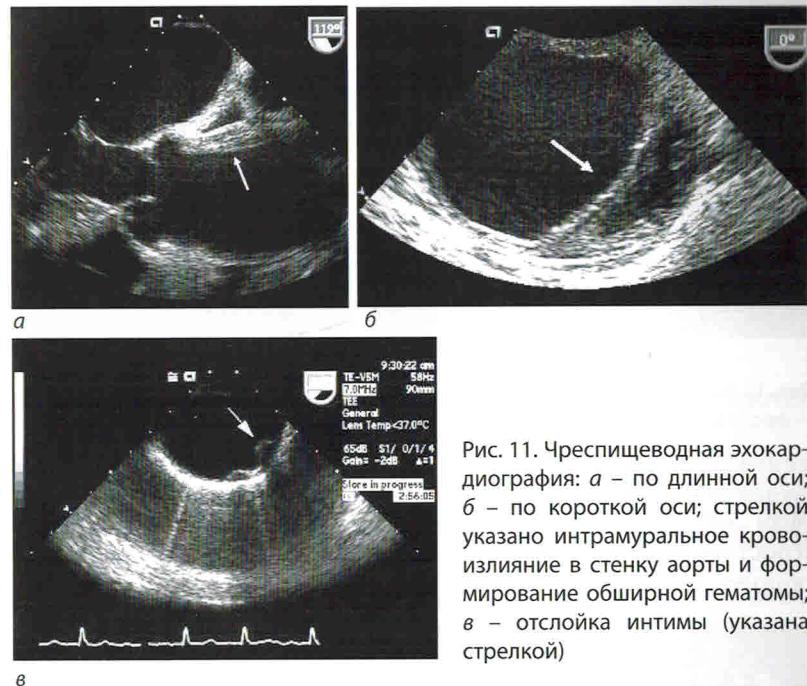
Чреспищеводная эхокардиография: а – по длинной оси; б – по короткой оси; стрелкой указано интрамуральное кровоизлияние в стенку аорты и формирование обширной гематомы; в – отслойка интимы (указана стрелкой)
